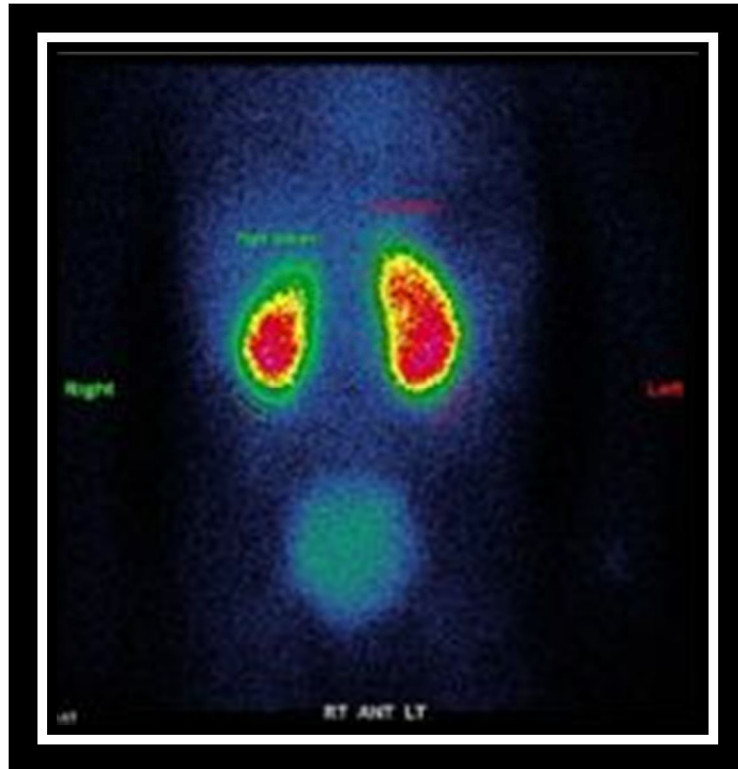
Image d'un examen scintigraphique au ^{99m}Tc -DTPA montrant une asymétrie de fixation entre rein droit et gauche (Image du service)
